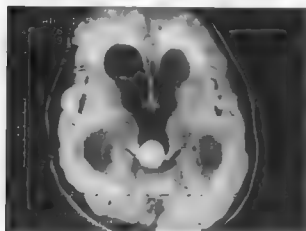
男12岁，第三脑室后部畸胎瘤CT平扫，肿瘤呈圆形不均匀高密度影像，其间散在点片状低密度的囊变区
